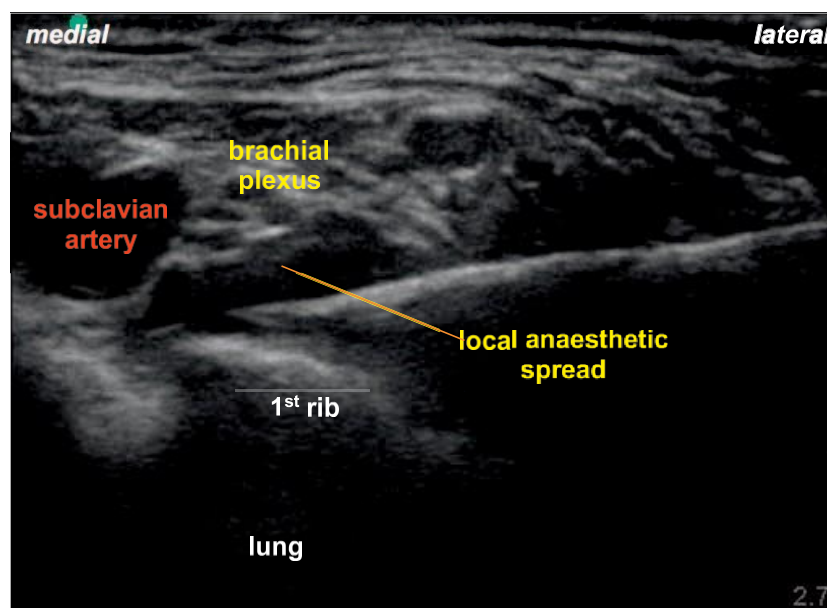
Image d'échographie montrant l'extrémité de l'aiguille dans le « coin de la poche ». Noter que le plexus brachial a été soulevé par l'injection d'anesthésique local et devient plus facile à visualiser.
